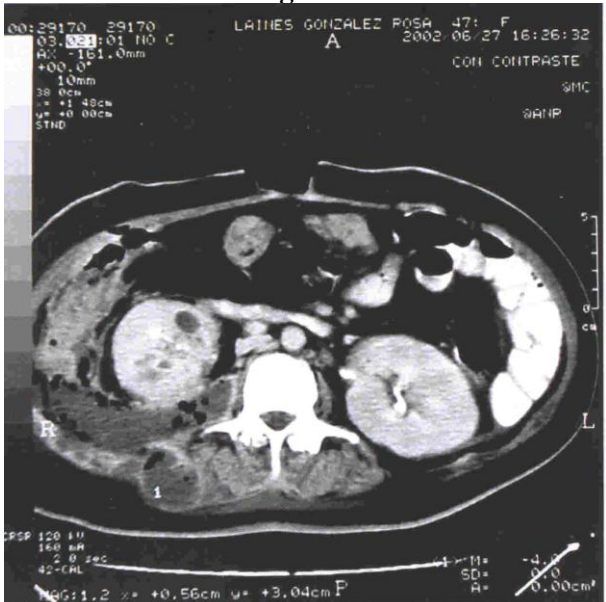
La imagen de TC demuestra la presencia de gas en retroperitoneo (signo de la burbuja de jabón) pequeños quistes y alteración del parénquima renal derecho.
